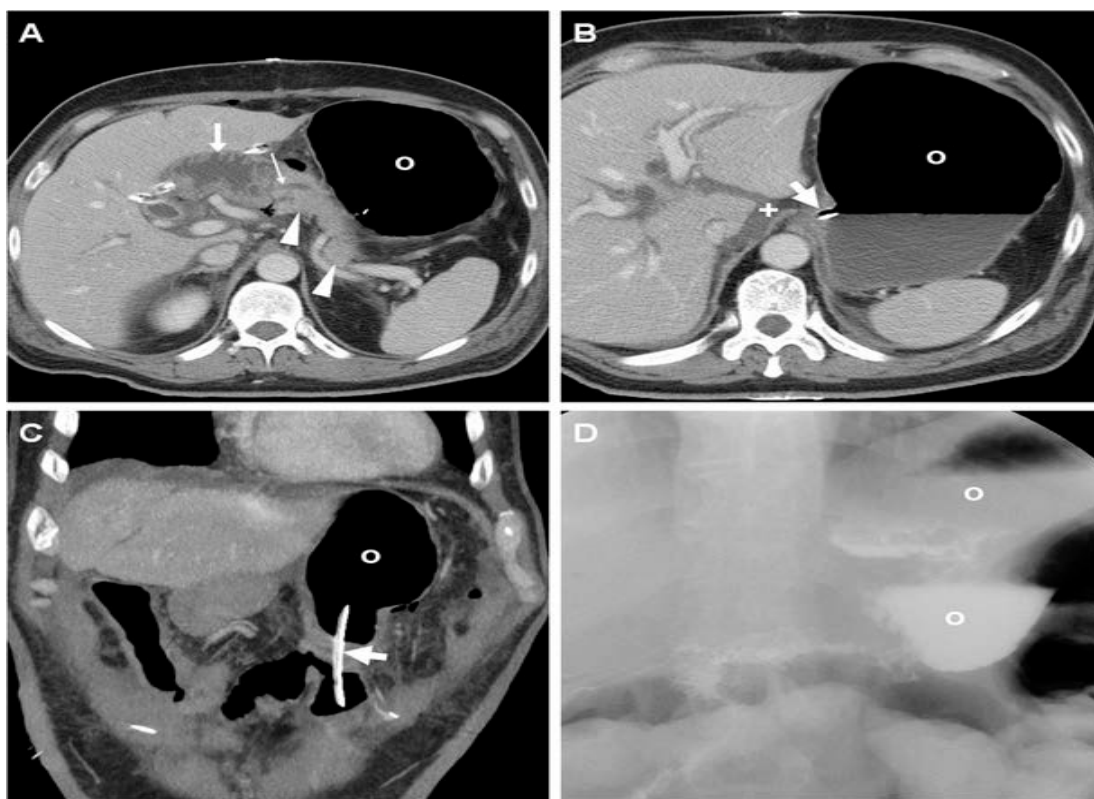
КТ-признаки, обнаруженные после ПД у больного аденокарциномой фатеровой ампулы. На снимках А, В и С виден расширенный желудок (о), неизмененный главный проток поджелудочной железы. Стрелкой на
